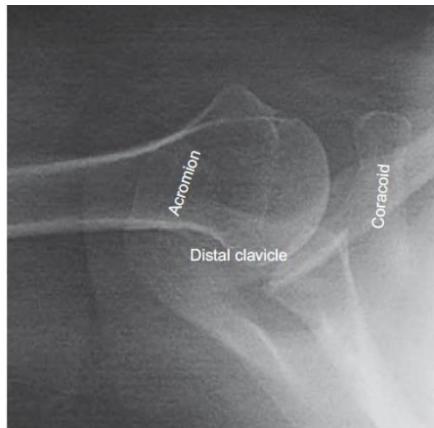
Axillary radiograph of a patient with a type IV AC joint injury. Note the posterior displacement of the clavicle.
